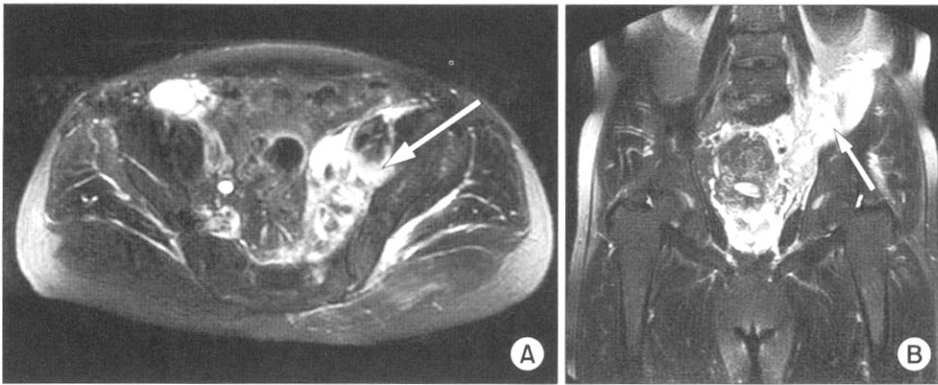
This magnetic resonance image shows diffuse inhomogeneous and increased T2 signal changes along left iliopsoas muscle (arrow) and left piriformis muscle. (A) Axial view, (B) Coronal view.
